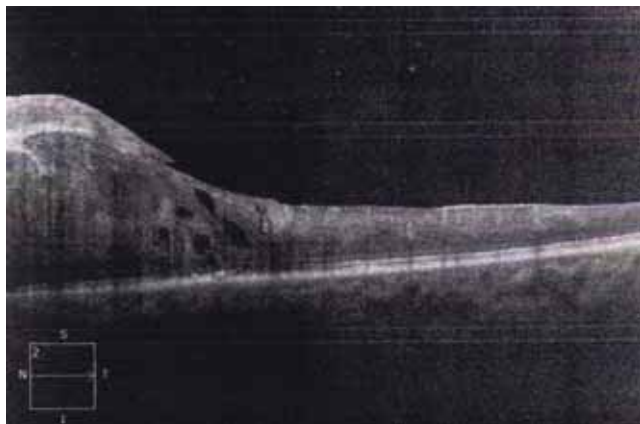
Tomografía de coherencia óptica: OD no se evalúa, OI Capas de fibras nerviosas con baja reflectividad, neuroepitelio superficie irregular y pérdida depresión foveolar. Macroquistes y microquistes intrarretinianos. Trazado irregular con adelgazamiento sobre complejo EPR-coriocapilaris.
